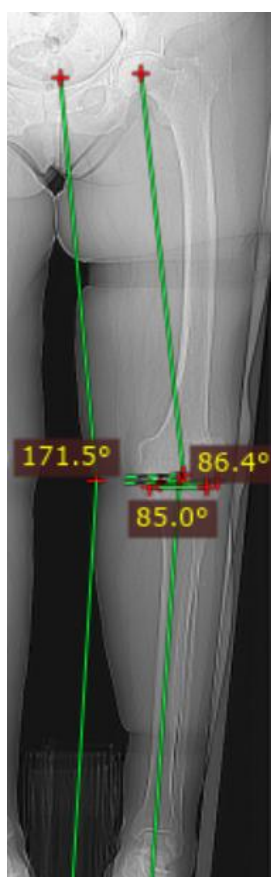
Телерентгенограмма нижней конечности с нагрузкой
